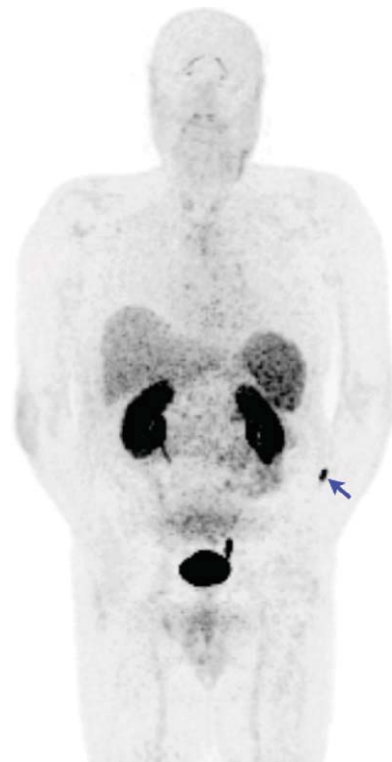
Première imagerie chez l'homme de l'angiogenèse : reconstruction *maximum intensity projection* (MIP) d'une tomographie par émission de positrons réalisée 70 minutes après injection de  $^{68}\text{Ga}$ -NODAGA-RGD chez un patient non oncologique (la flèche bleue montre le point d'injection).
